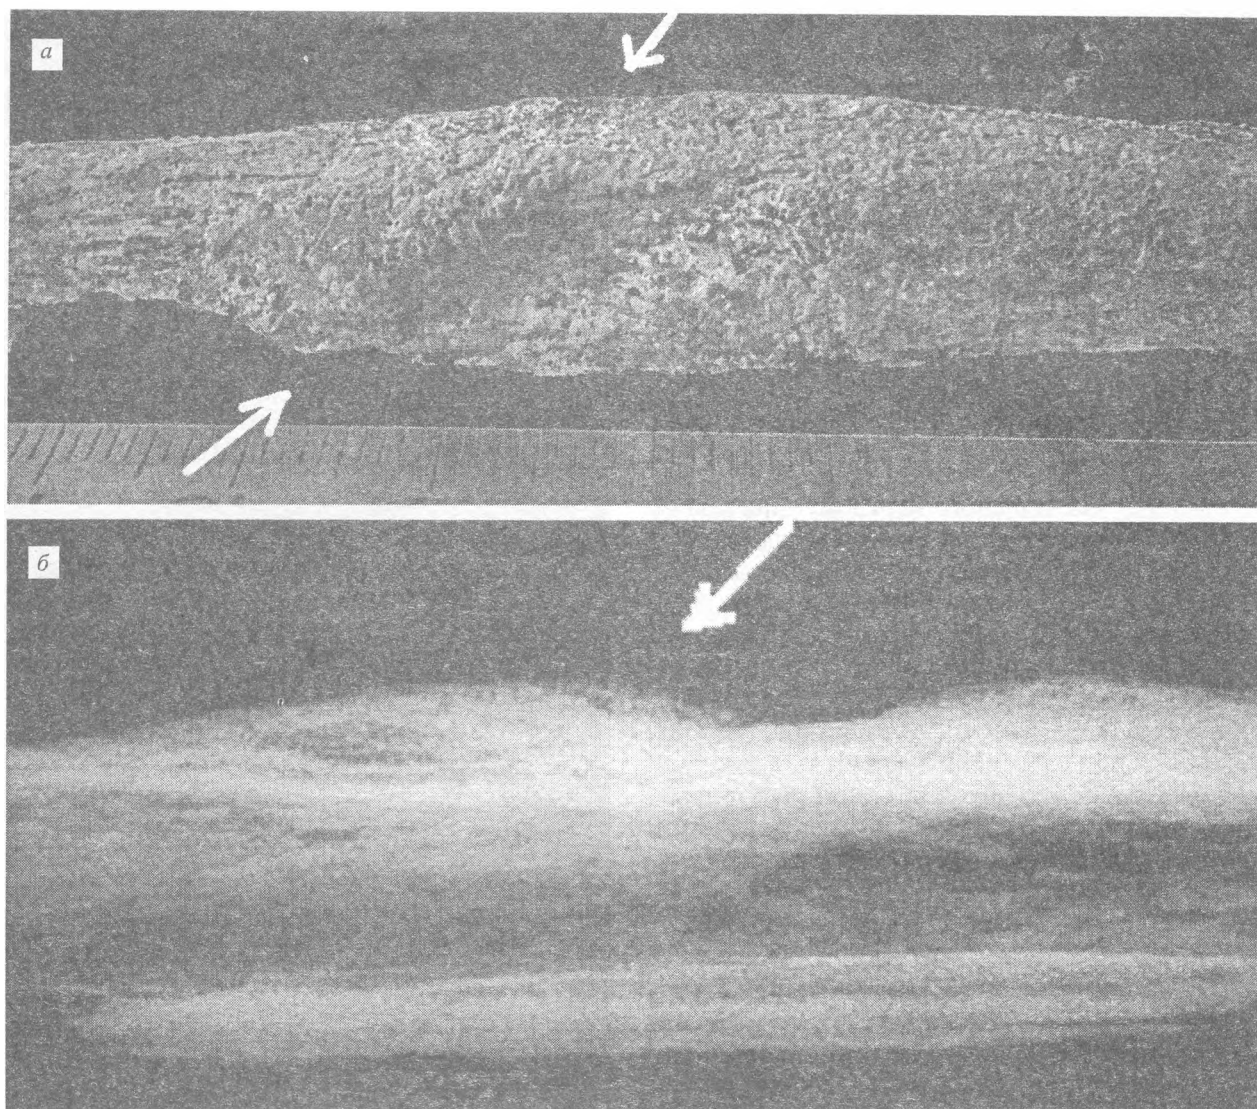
Можливий перелом малої гомілкової кістки жінки 35—45 р. з поховання 48 на г. Щекавиця: *а* — резорбція кісткової тканини; *б* — утворення калюсу видно також на рентгенограмі.
